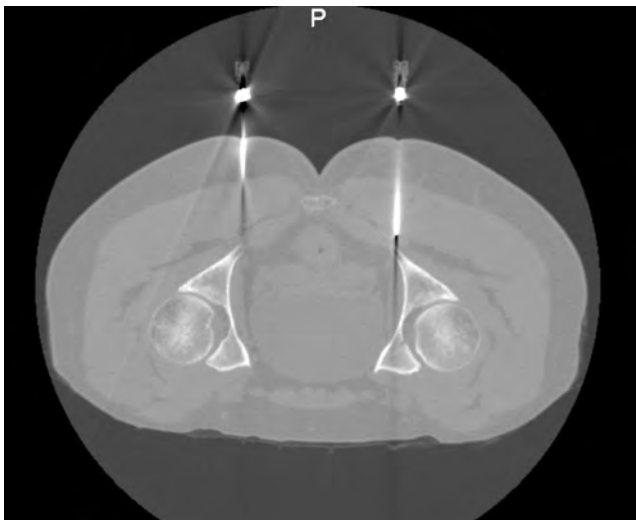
Блокада полового нерва с двух сторон под контролем СКТ (фото автора)
